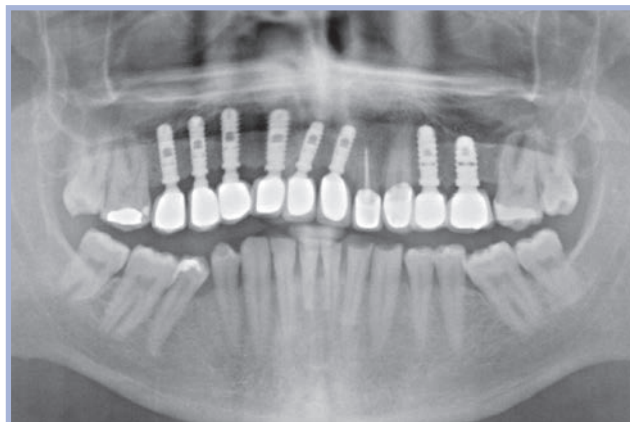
Controllo radiografico a distanza di 7 anni dalla protesizzazione
